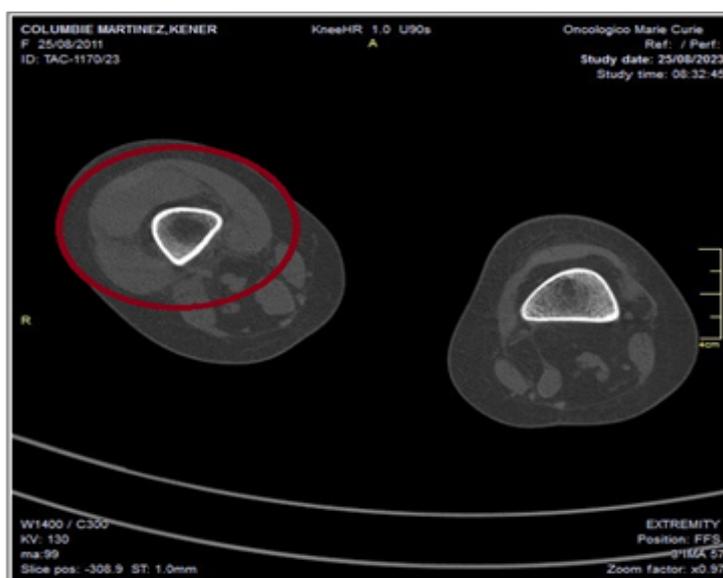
Tomografía axial computarizada de ambas rodillas con afección de la rodilla derecha (círculo rojo).
